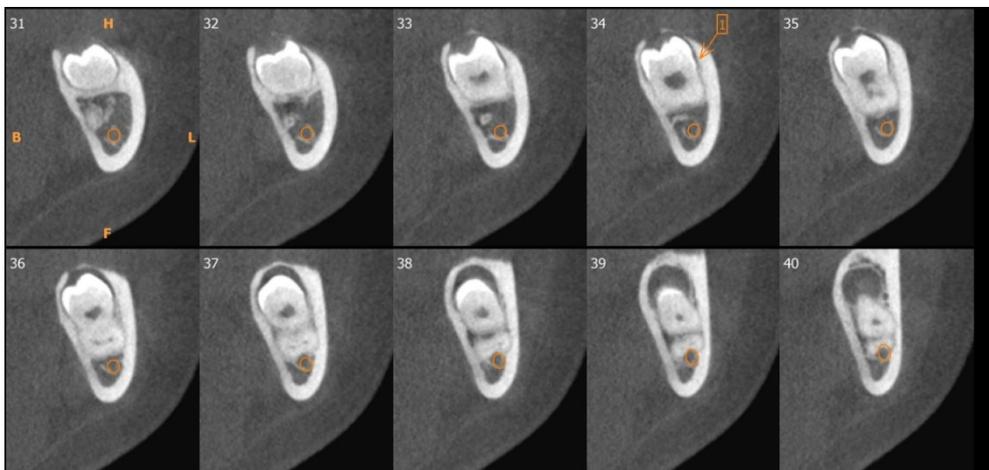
Tomografia Computadorizada evidenciando a posição mesioangular do elemento dentário 38 e sua relação com o Nervo Alveolar Inferior.
